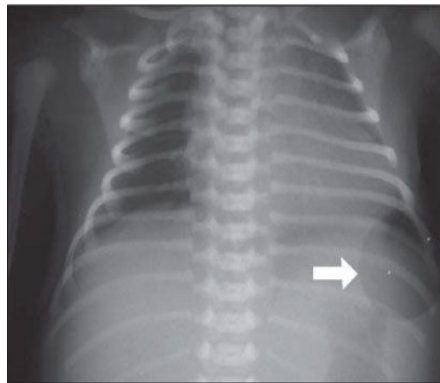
Radiografia de RN com uma hora de vida demonstrando artefato relacionado à projeção do orifício da incubadora (seta).
